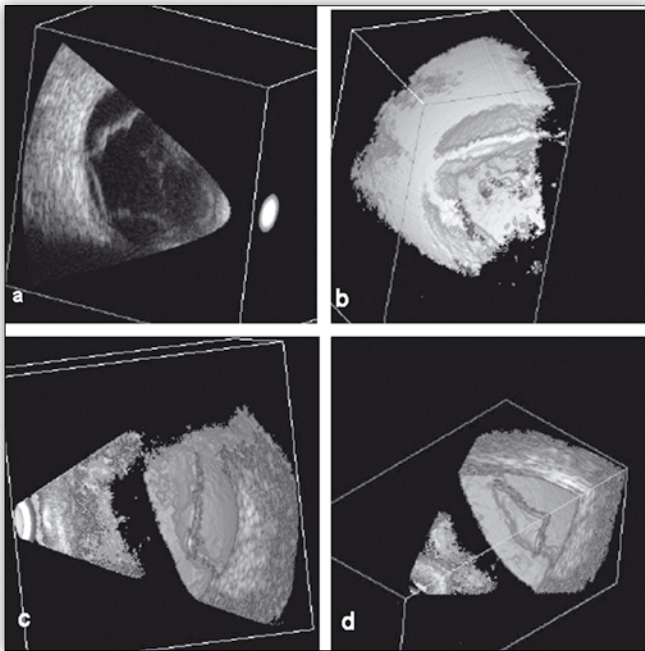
Obraz ultrasonograficzny guza naczyniówki częściowo odwarstwiającego siatkówkę:
